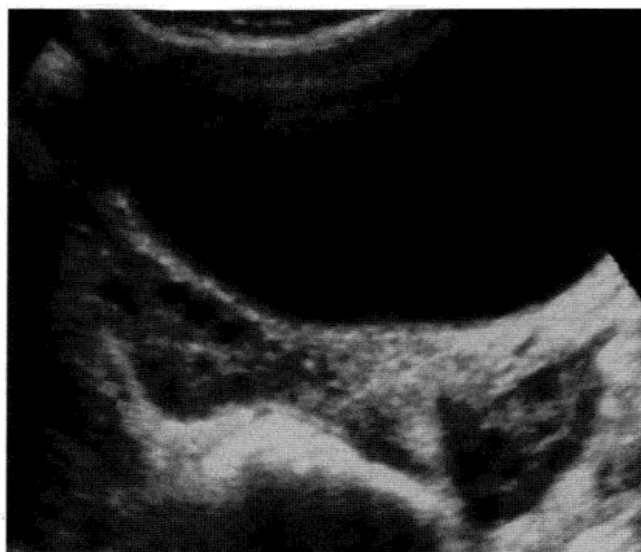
一位多囊卵巢综合征患者经腹部超声，卵巢体积增大，周围分布小囊样结构。
